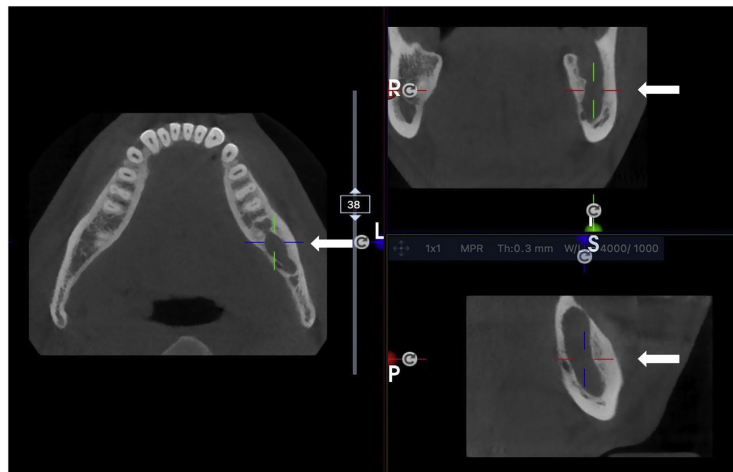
Cortes de tomografia computadorizada de feixe cônico. As setas brancas indicam o queratoquisto mandibular antes da cirurgia (Bellini e al., 2024).
